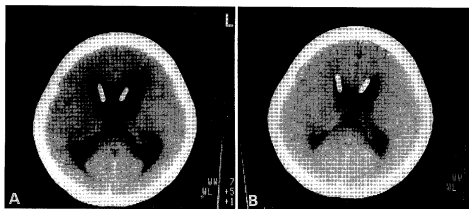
A. Brain CT after Ommaya Reservoir insertion.
